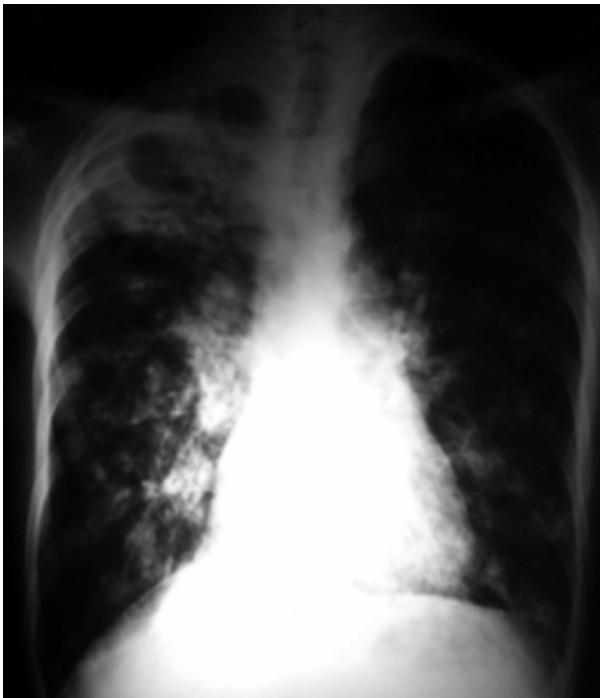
Radiografía de tórax con bronquiectasias quísticas bilaterales.
